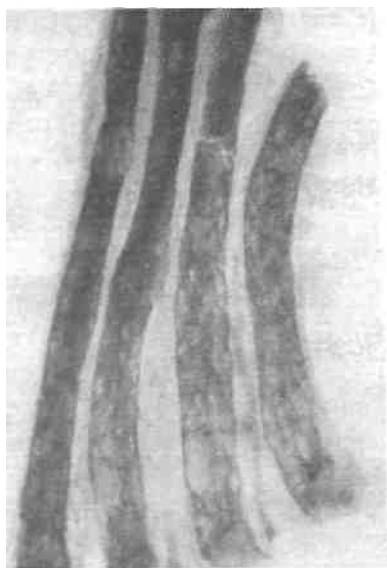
Рентгенограмма препарата ребер при гиперпаратирозе — симптом «мыльной пены» (по В. Р. Брайцеву, 1947)
